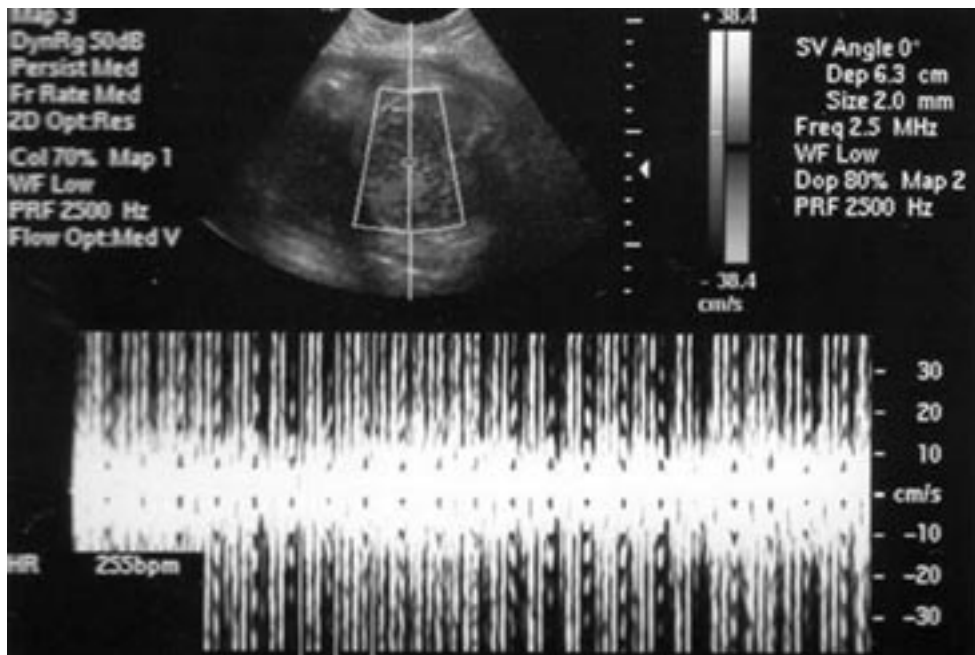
US com dopplerfluxometria com taquicardia supraventricular (FC 225 bpm) com 30 semanas.
